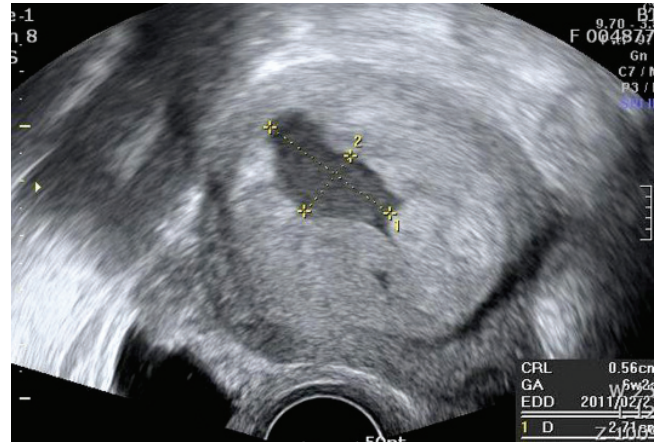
Transvaginal sonography reveals a 27 × 15 mm sized subchorionic hemorrhage during 1st trimester of pregnancy without definite hemangiomas around uterus.
